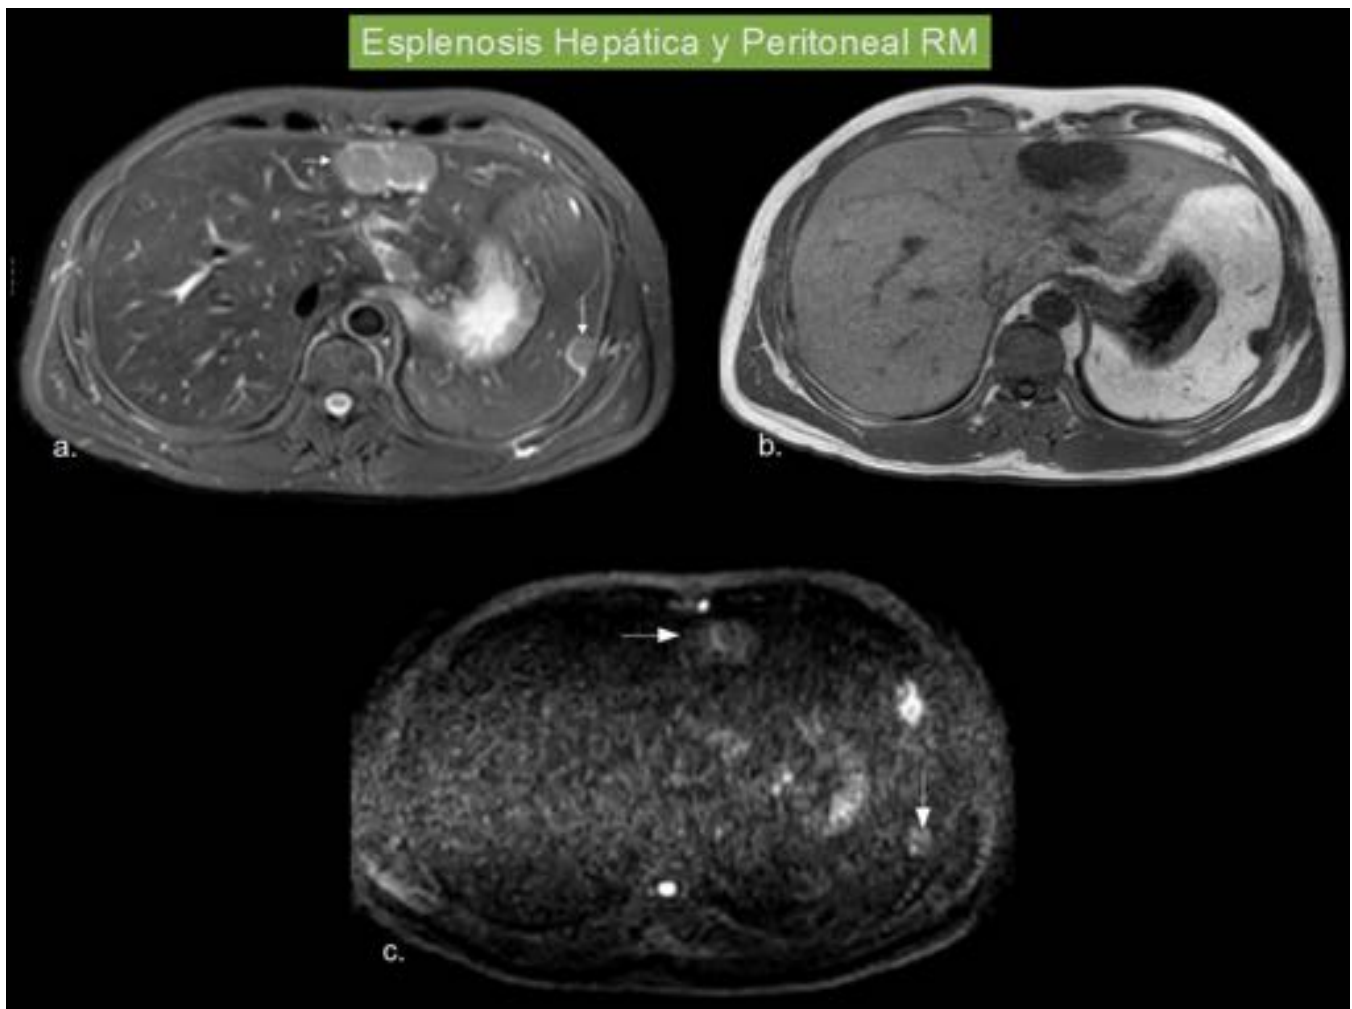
Esplenosis Peritoneal y hepática. (Mismo paciente de la figura 4). RM. Lesiones hepáticas y lesiones peritoneales, todas con el mismo comportamiento. a.) STIR . intensidad de señal de las lesiones (flechas) es mayor que la de parénquima hepático. b.) Imagen potenciada en T1. Intensidad de señal de las lesiones es menor que la del parénquima hepático. c.) Difusión. Lesiones (flechas) muestran restricción de la difusión.
